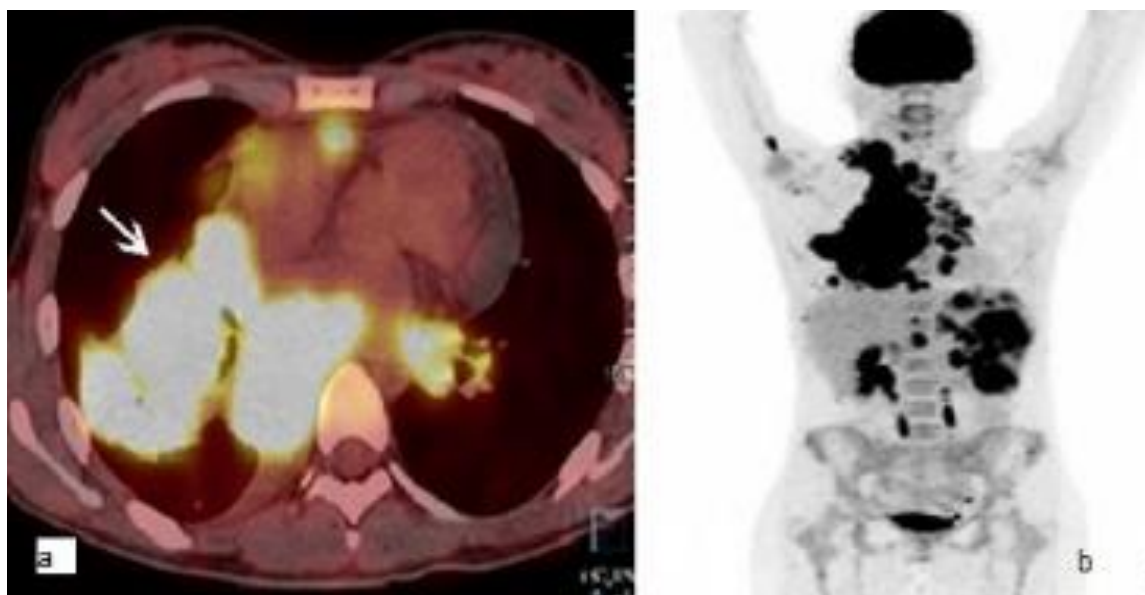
Massa expansiva mediastinal com ativa captação do ^{18}F FDG no PET CT no corte axial (a) e na reformatação multiplanar (b) na qual se observa acometimento esplênico. Seta apontando massa mediastinal à direita.
